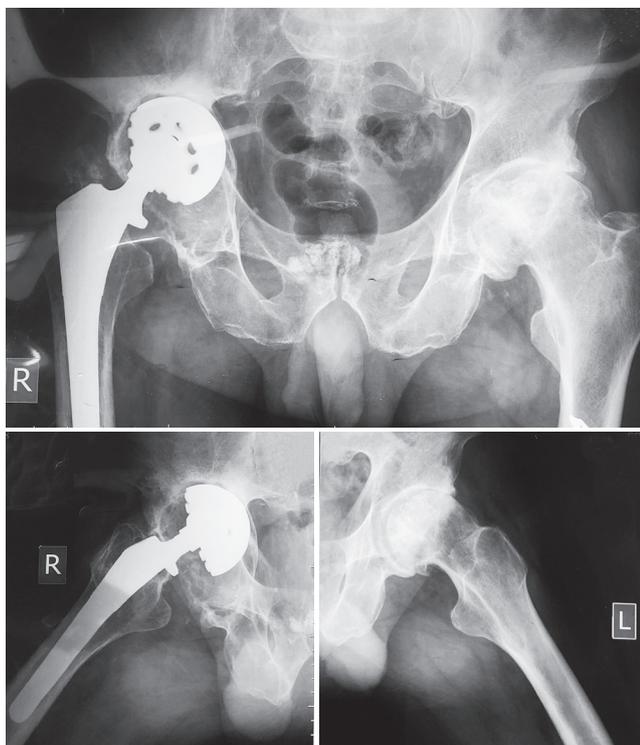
Рентгенограммы пациента 57 лет при поступлении. Вертлужный компонент нестабилен, дистопирован медиально и кверху. Центр ротации смещен более чем на 3 см, дефект вертлужной впадины типа 2B по Paprosky
